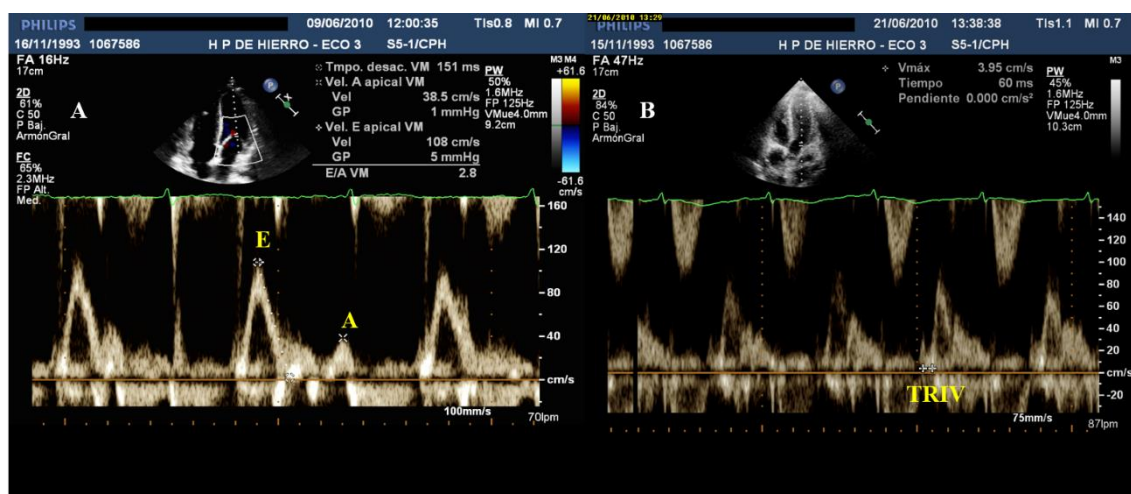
Doppler pulsado en primer ecocardiograma control post-TC
